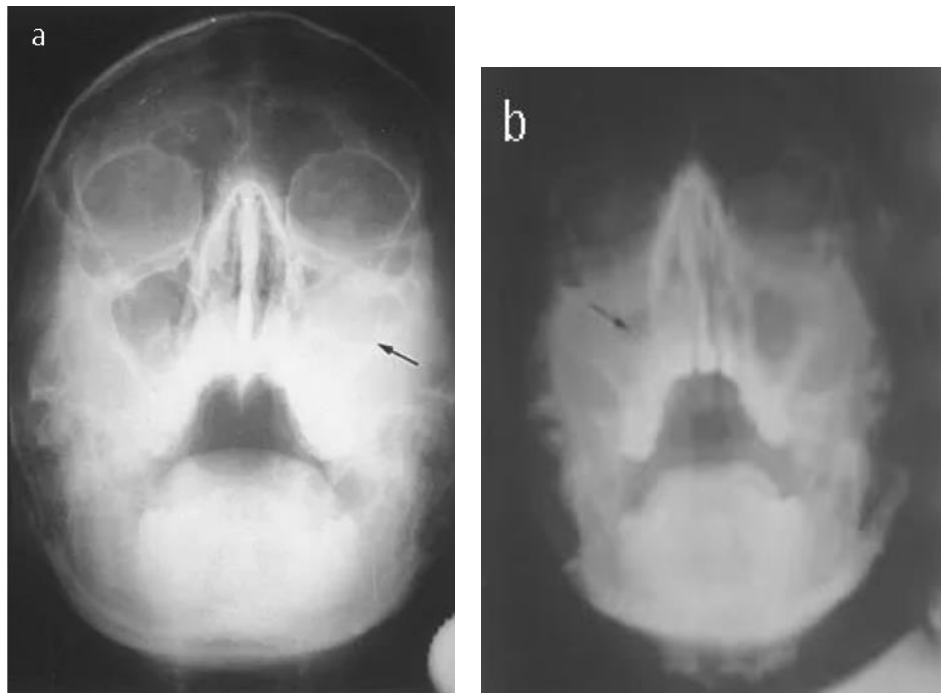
Clichés radiographiques en incidence de Blondeau montrant (a) Une opacité totale du sinus maxillaire droit (b) Un niveau hydro-aérique du sinus maxillaire [57]
